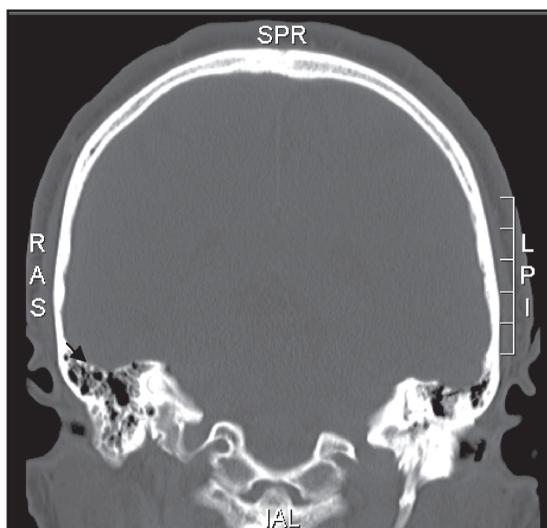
Imagen de TC cerebro con contraste. Se observa escaso desarrollo de las celdillas mastoideas izquierdas. La flecha indica el defecto en la mastoides en relación al *tegmen tympani* derecho y una mayor neumatización mastoidea derecha.
